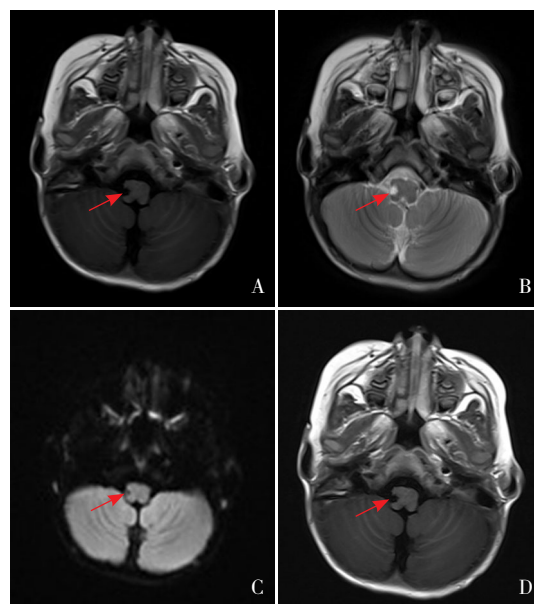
头部MRI检查 图A为轴位T1WI相，延髓右侧背外侧见小片状长T1信号，界清，提示软化灶（箭头所示）；图B为轴位T2WI相，延髓右侧背外侧见小片状长T2信号，界清，提示软化灶（箭头所示）；图C为弥散加权成像，病变呈低信号，提示软化灶（箭头所示）；图D为增强扫描，病变无强化，提示软化灶（箭头所示）。
